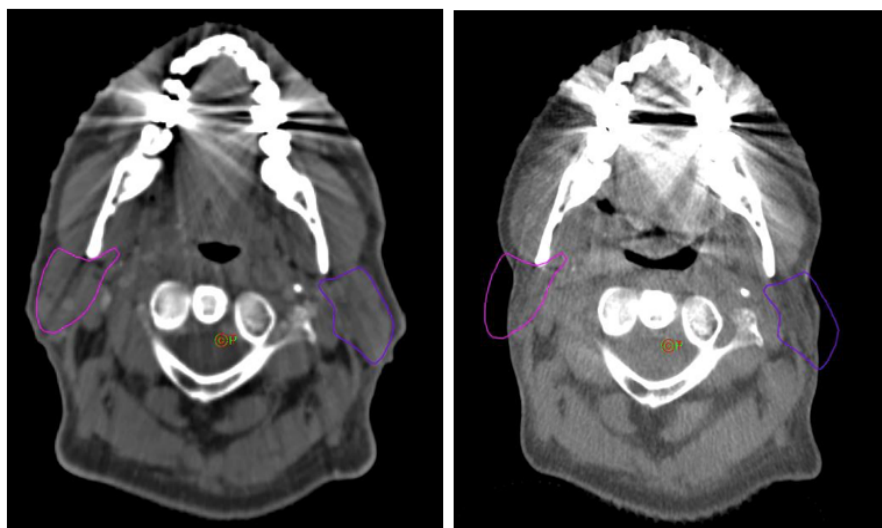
En la izquierda, la imagen TAC de planificación con las glándulas parotídeas delimitadas (contornos de color rosa y morado). En la derecha, se muestra como el contorno inicial de las parótidas trasladado al CBCT diario no coincide por el cambio anatómico radioinducido (fuente propia) . Se puede visualizar el cambio anatómico y la pérdida de peso del paciente a lo largo del tratamiento.
